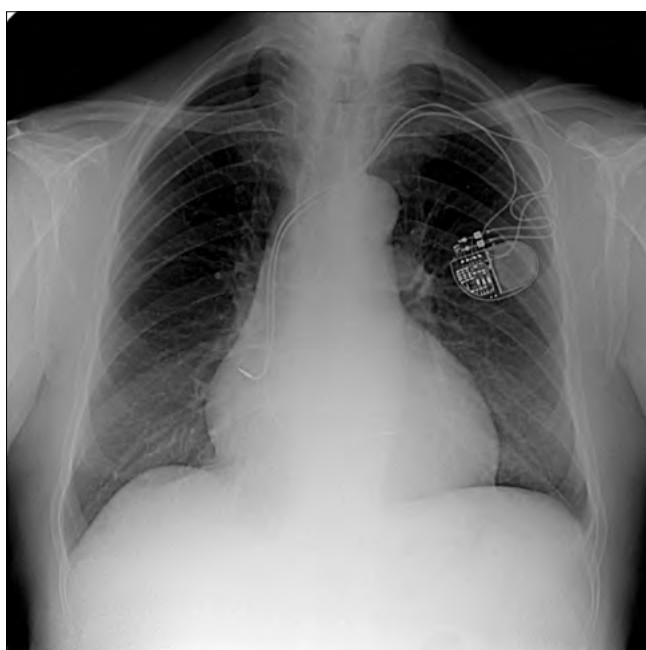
Рентгенография органов грудной клетки от 24.11.2016. Легкие расправлены, воздуха, жидкости в плевральных полостях не наблюдается.
